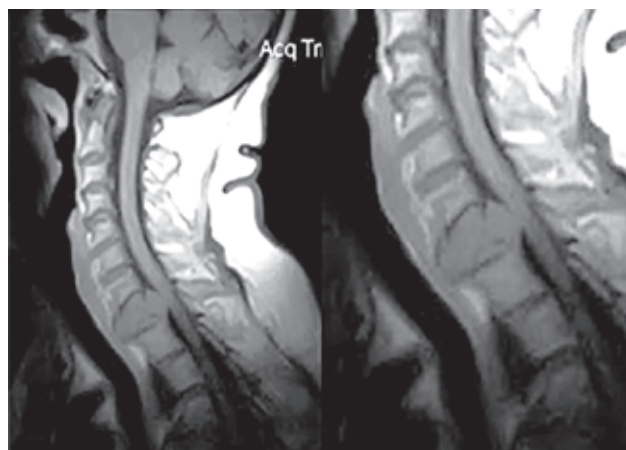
На МРТ шейного отдела позвоночника (T1ВИ) в сагиттальной плоскости и увеличенном ее фрагменте больной 62 лет с раком щитовидной железы определяется метастатический переломом тела Th1 по типу взрывного с задним смещением костного фрагмента и выпуклостью его задней стенки
